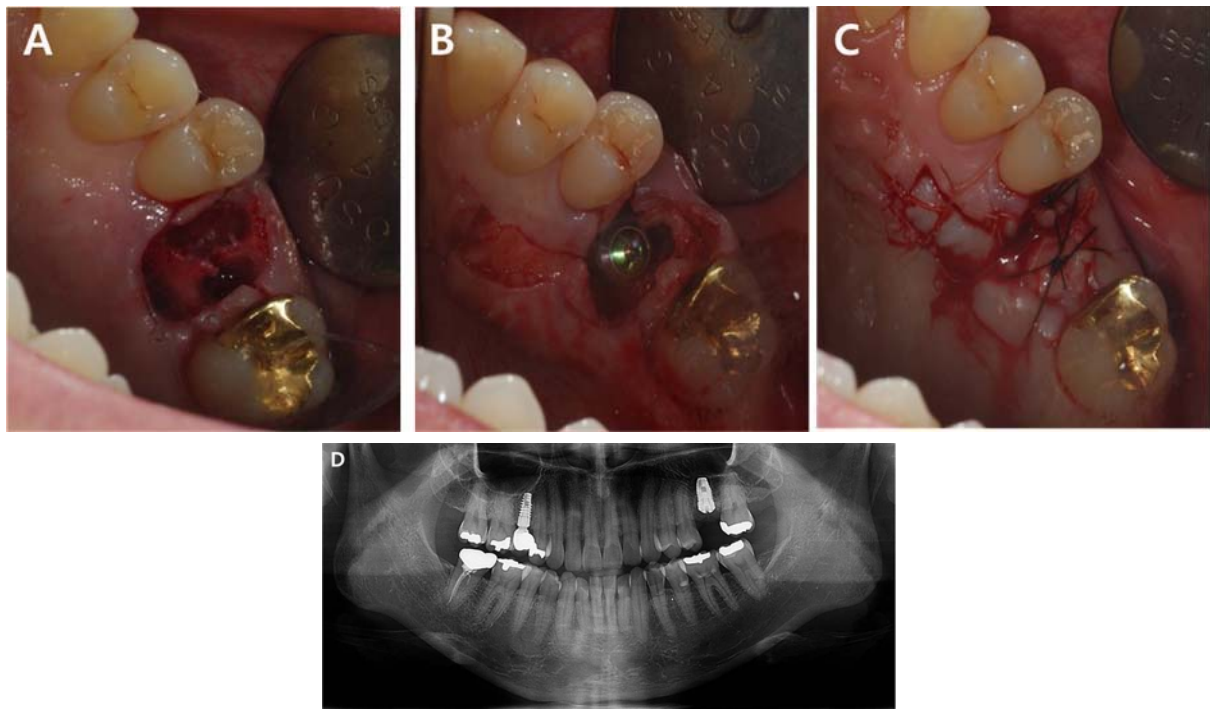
Intraoral photographs and radiograph at immediate implant placement and VIP-CT procedure (A) Tooth extraction. (B) Implant installation and palatal flap elevation. (C) Suture. (D) Postoperative panoramic view.
